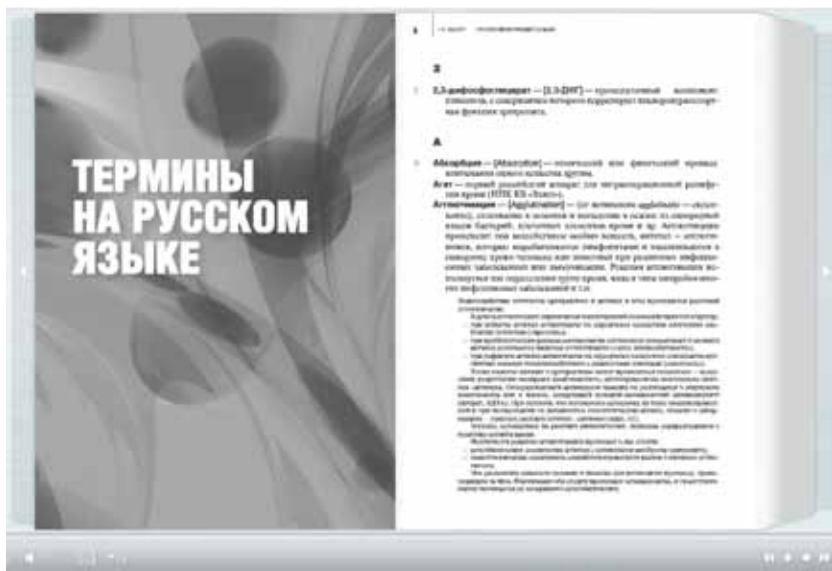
Трансфузиологический словарь учебного модуля «Трансфузиология»
